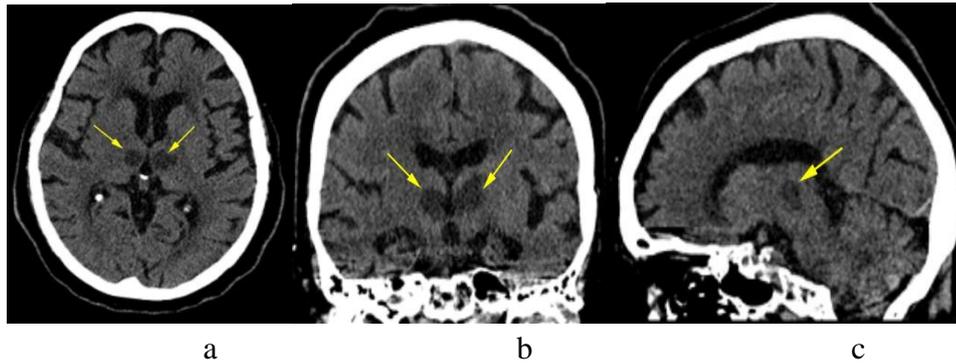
Vistas de tomografía axial computarizada en IAdP.
